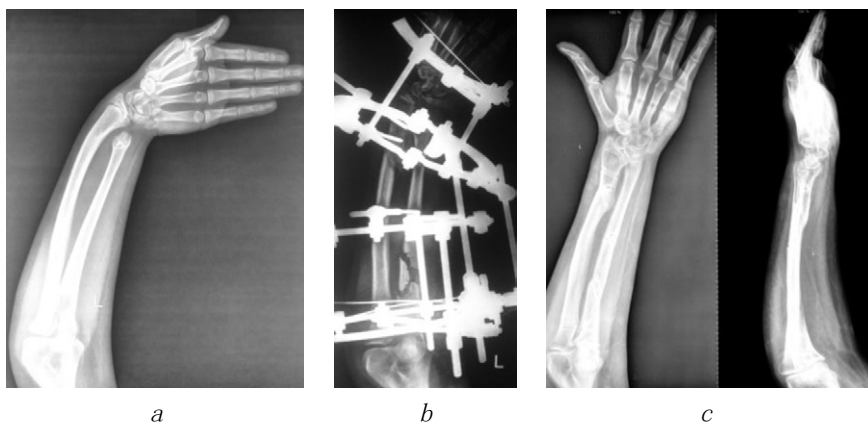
G.病人左前臂的X线片：肘关节畸形消除前(a)、期间(b)和后(c)
